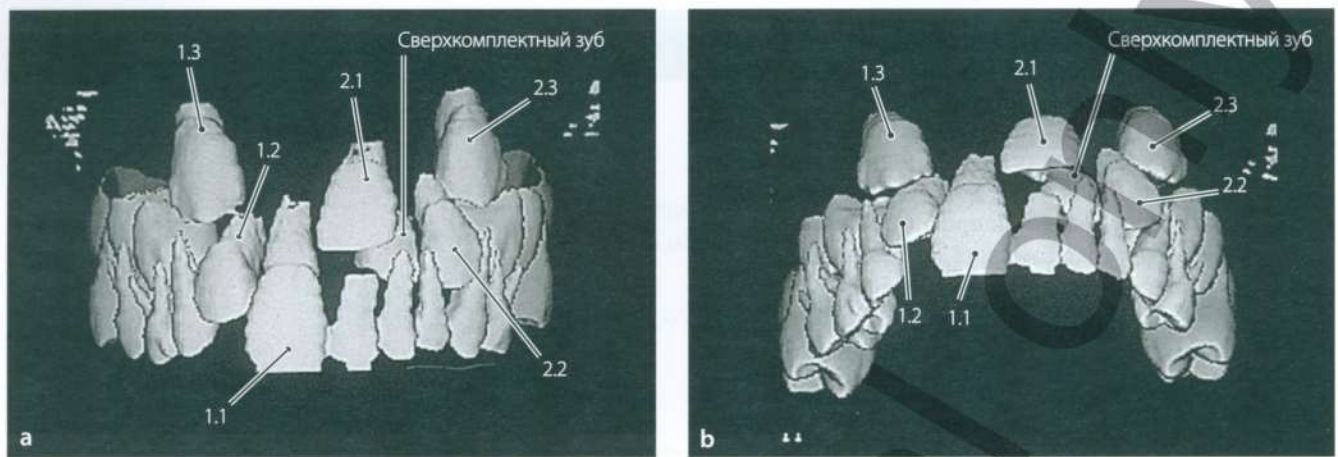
(а, б) Компьютерная томограмма, демонстрирующая сверхкомплектный зуб, препятствующий прорезыванию зубов 2.1 и 2.2
